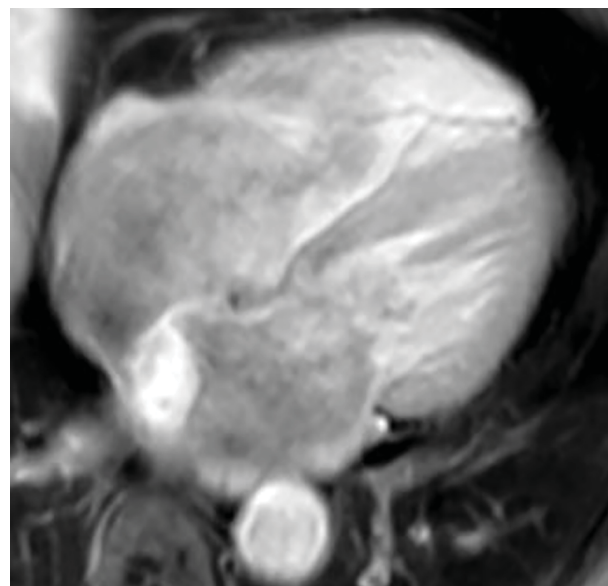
По данным МРТ-сердца в проекции межпредсердной перегородки обнаружено образование (миксома) с четкими ровными контурами. После в/в контрастирования отмечалось неравномерное усиление МР-сигнала.
